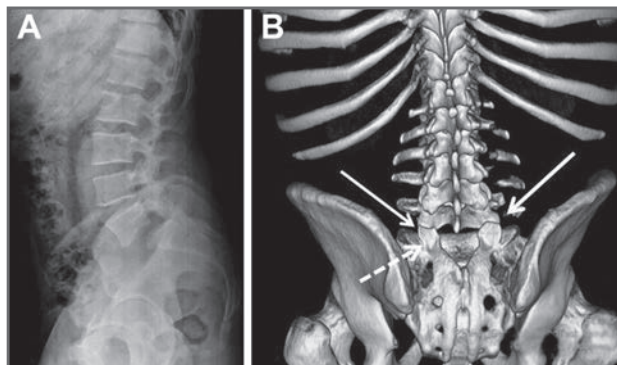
A. Rx lateral en la que se aprecia la espondilolistesis de grado II de L5 sobre S1. B. Reconstrucción tridimensional de TC que muestra la luxación de las facetas articulares de L5-S1 (flechas continuas). Obsérvese la pequeña fractura de la faceta articular superior de S1 izquierda (flecha discontinua).
